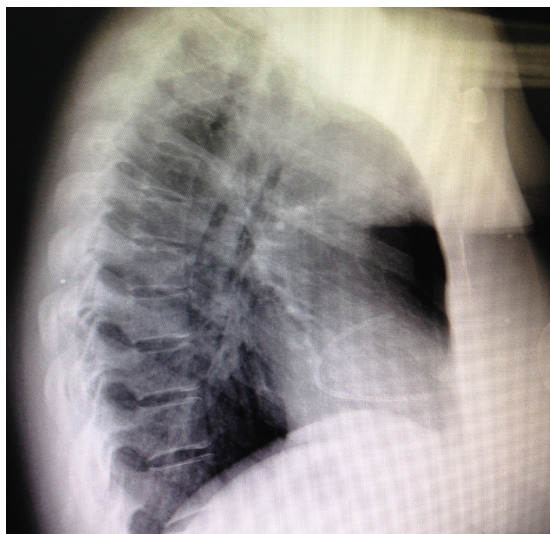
Radiografia demonstrando o reservatório e parte do cateter implantados em tórax à esquerda, com maior porção do cateter embolizada na área cardíaca.
